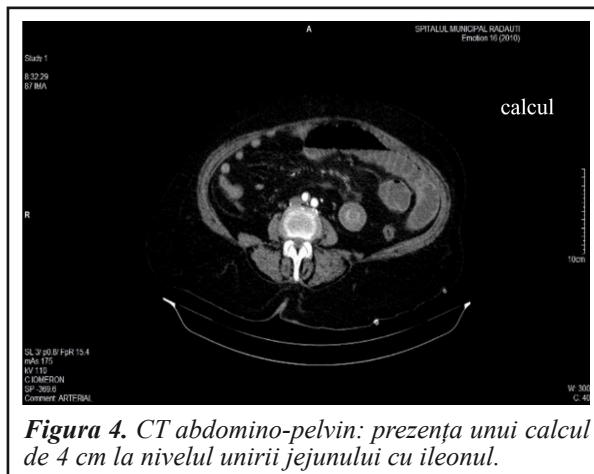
CT abdomino-pelvin: prezența unui calcul de 4 cm la nivelul unirii jejunului cu ileonul.
